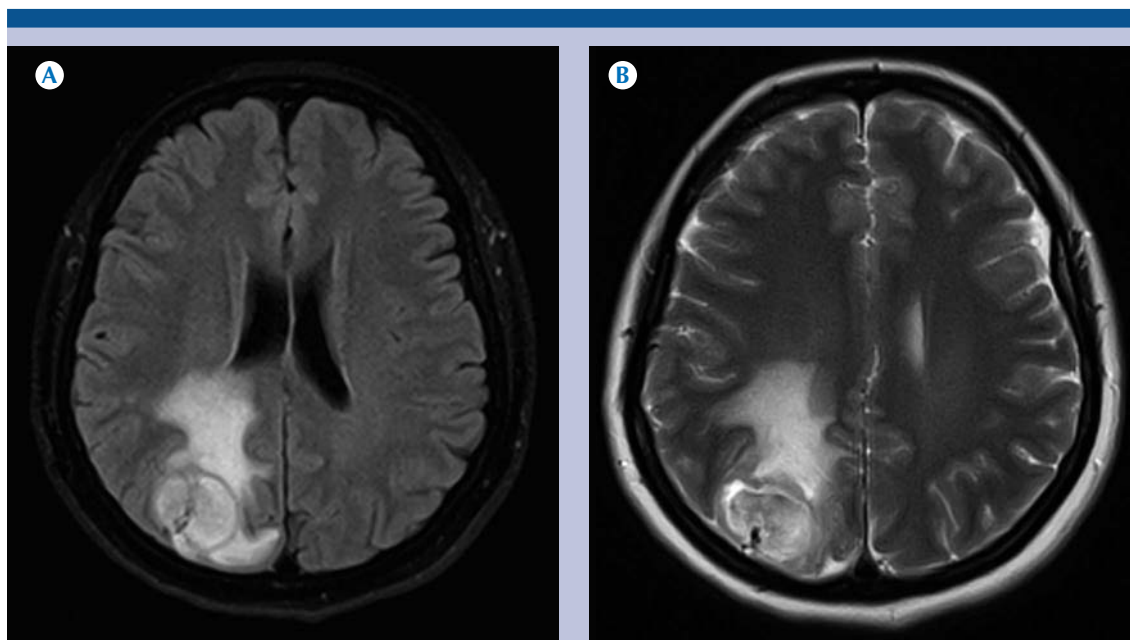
Paciente de 41 años con diagnóstico de glioblastoma. A-B) Resonancia magnética T1 y T2 planos axiales: lesión frontal derecha con infiltración que cruza a través de la línea media por infiltración del cuerpo calloso, hipointensa en T1 e hiperintensa en T2.
